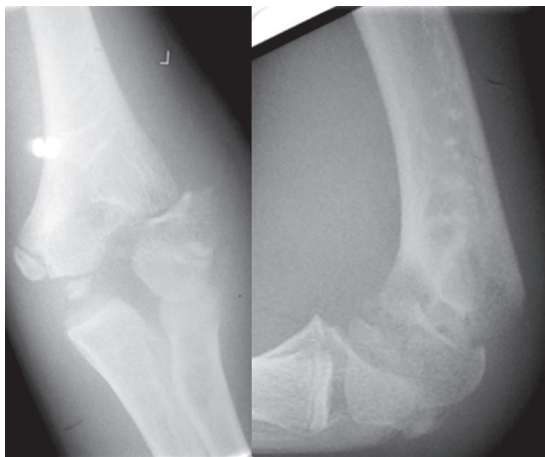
Рентгенограммы локтевого сустава больной К. в двух проекциях
